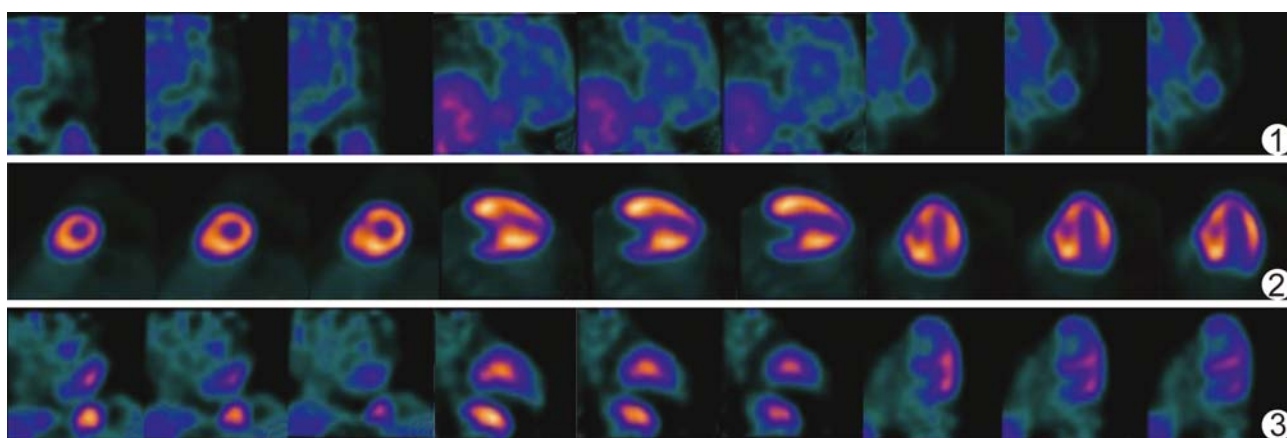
HCM 患者女,65 岁,空腹 PET 显像示左心室心肌未见明显放射性摄取 图 2 HCM 患者女,22 岁,空腹 PET 显像示左心室各心肌节段均可见放射性摄取 图 3 HCM 患者男,61 岁,空腹 PET 显像示左心室部分心肌节段有放射性摄取
